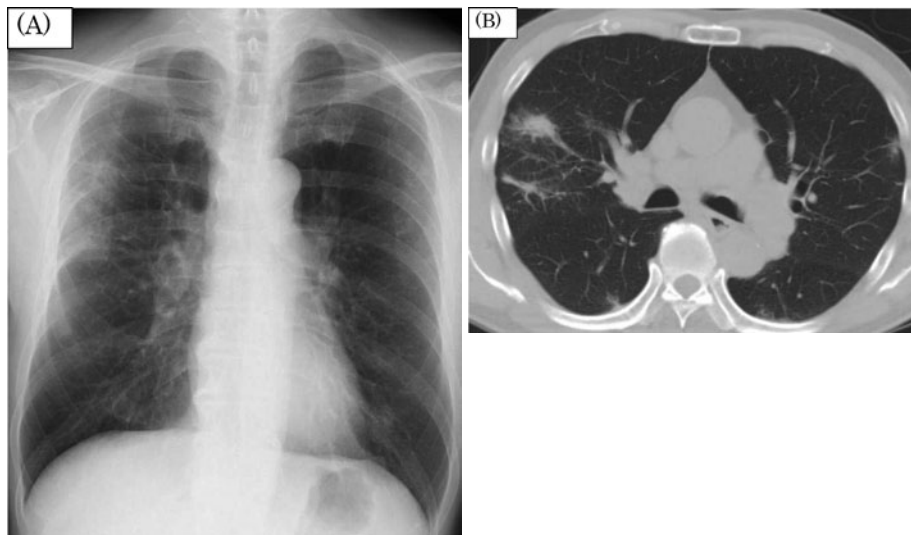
(A) Chest radiograph obtained 3 months before admission demonstrated patchy consolidation and multiple nodule shadows in bilateral lung fields with hilar lymphadenopathy. (B) Chest computed tomography obtained 3 months before admission demonstrated patchy consolidation and small nodules in the bilateral lobes.
